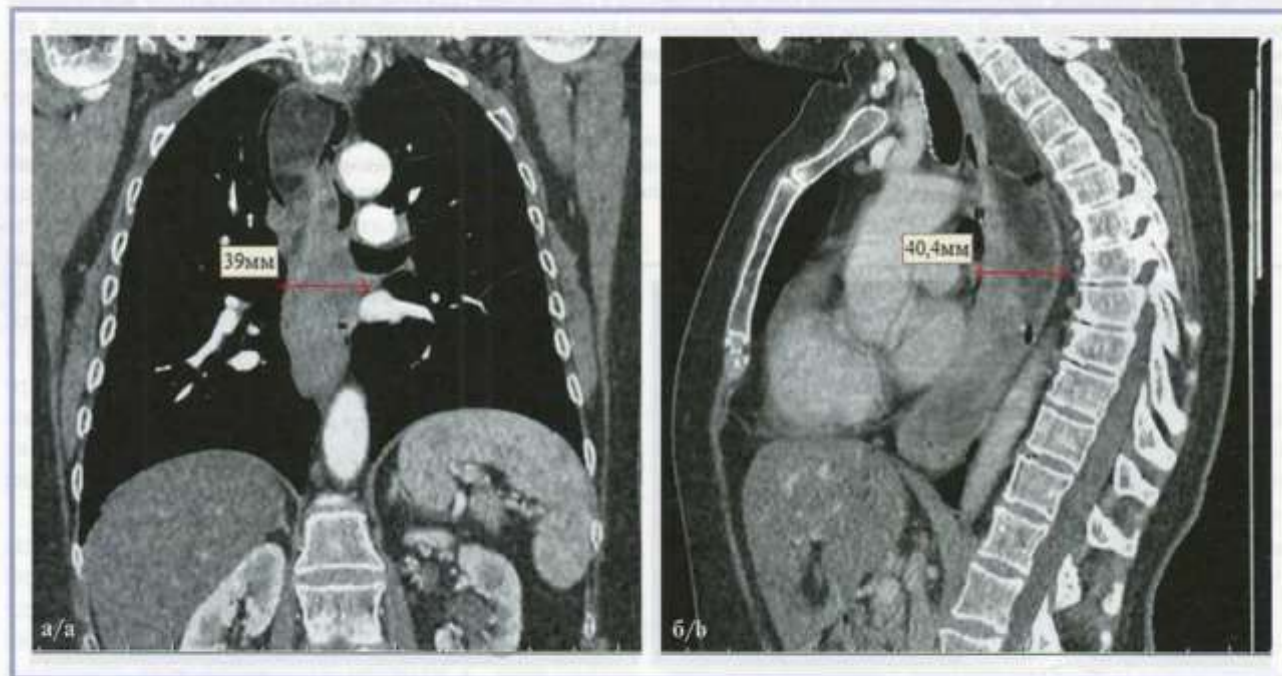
Компьютерные томограммы органов грудной клетки.
